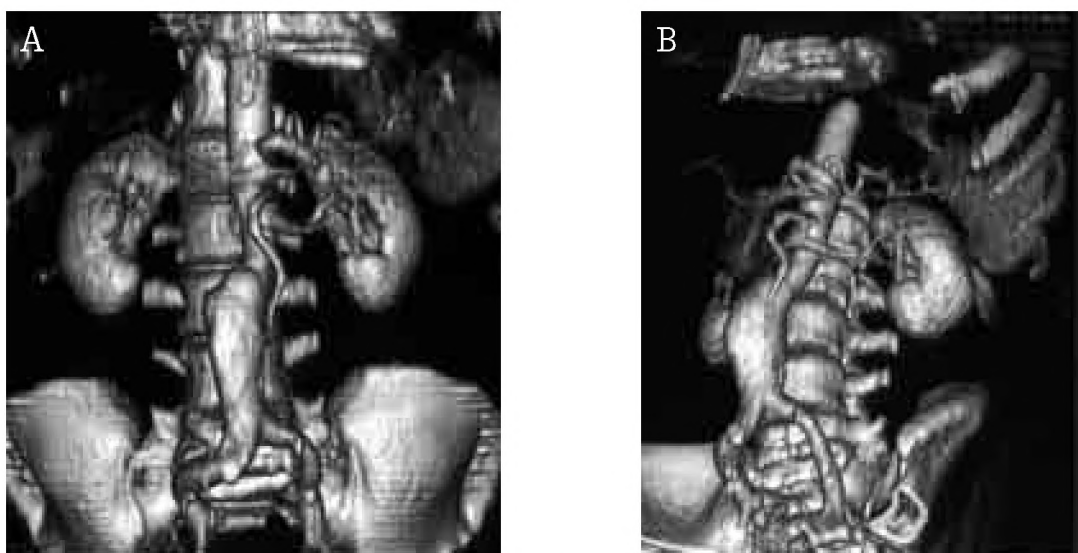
3D volume-rendering reconstructions in spiral computerized tomographic angiography.
